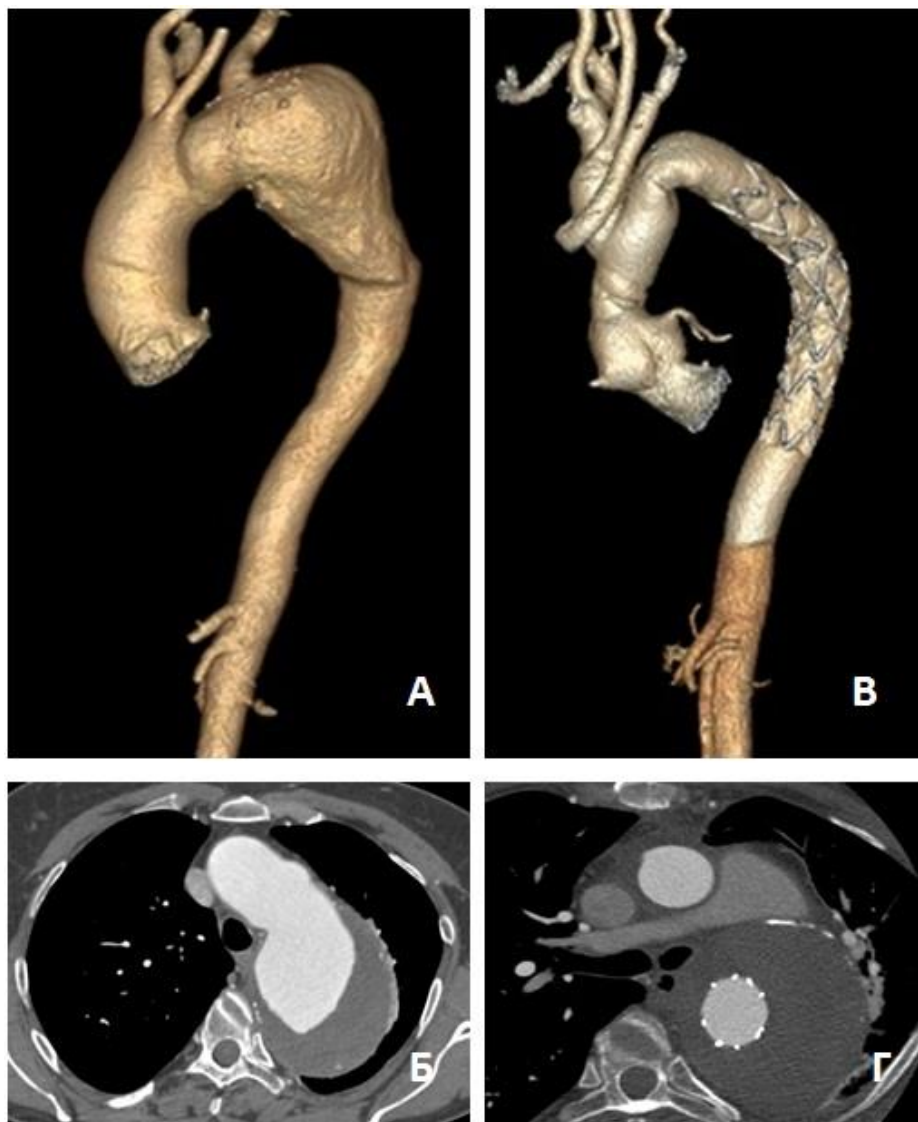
МСКТ-аортография пациентки М.: А – трехмерная реконструкция грудной аорты (до операции); Б – аксиальный срез на уровне максимального размера аневризмы аорты (до операции). Определяется пристеночный тромбоз аневризматического мешка; В – трехмерная реконструкция грудной аорты (после операции); Г – аксиальный срез на уровне бифуркации легочной артерии (после операции). В просвете аорты определяется стент-графт. Аневризматический мешок полностью тромбирован
